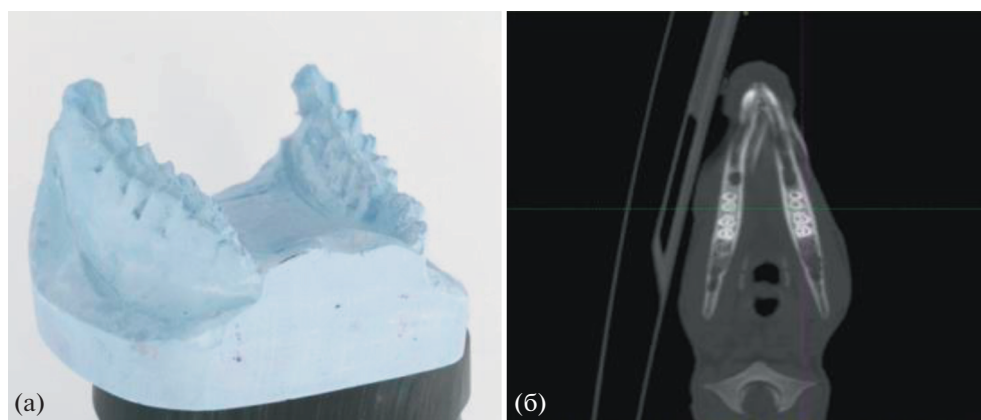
Вид гипсовой модели нижней челюсти (а), компьютерная томография нижней челюсти подопытного животного (б).
